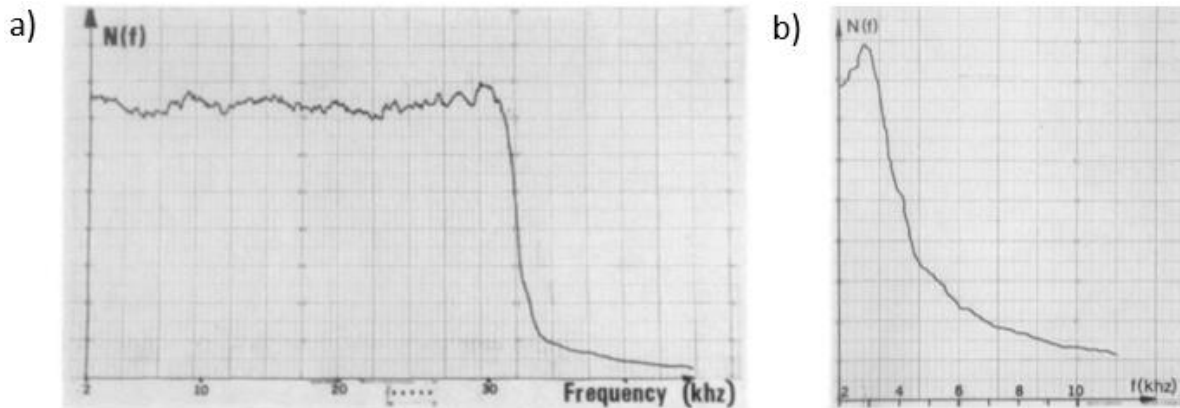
Spectres de puissance de densité spectrales extraits de la publication de Riva *et al.* rapportant pour la première fois l'utilisation de la vélocimétrie laser par effet Doppler *in vivo*¹⁸. a) Mesure effectuée sur une suspension de billes en polystyrène circulant au sein d'un capillaire en verre. Le spectre présente l'allure d'un plateau avec une décroissance nette à une fréquence associée à la fréquence Doppler de la vitesse maximale sondée. b) Mesure effectuée sur une artériole de la rétine d'un modèle oculaire de lapin. Le spectre présente une décroissance de la puissance de densité spectrale lorsque la fréquence de décalage augmente.
